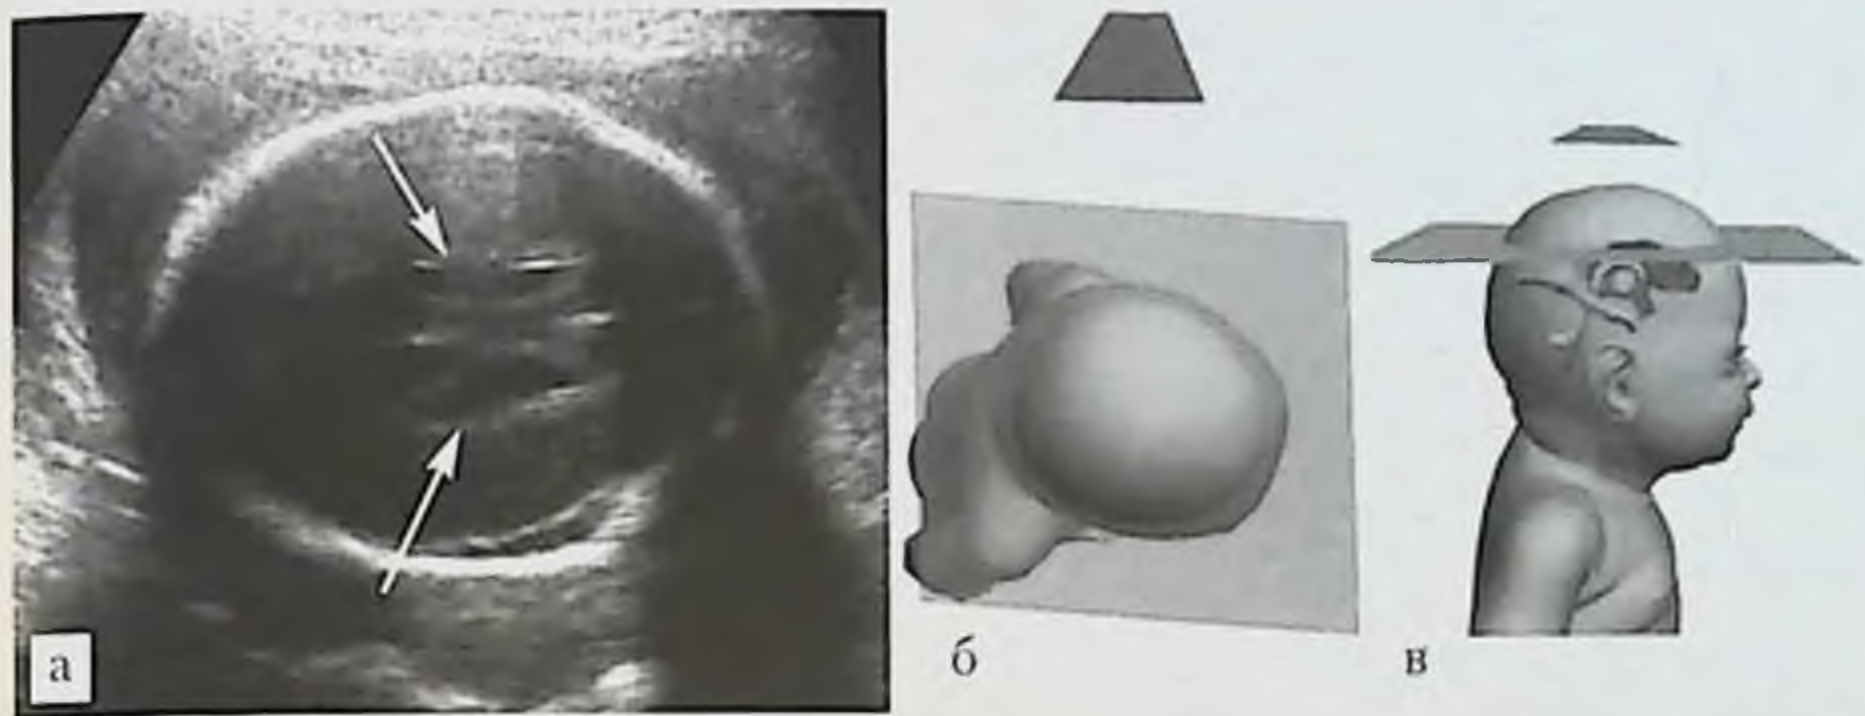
УЗИ головы плода, поперечная плоскость на уровне ствола мозолистого тела: а — эхограмма головы плода на сроке 21 нед (трансабдоминальный доступ со стороны правой теменной кости): 1 — сери, 2 — латеральные границы ствола мозолистого тела, 3 — парамедианные линии; б, в — схемы расположения датчика, головы плода и ориентации плоскости сканирования.
